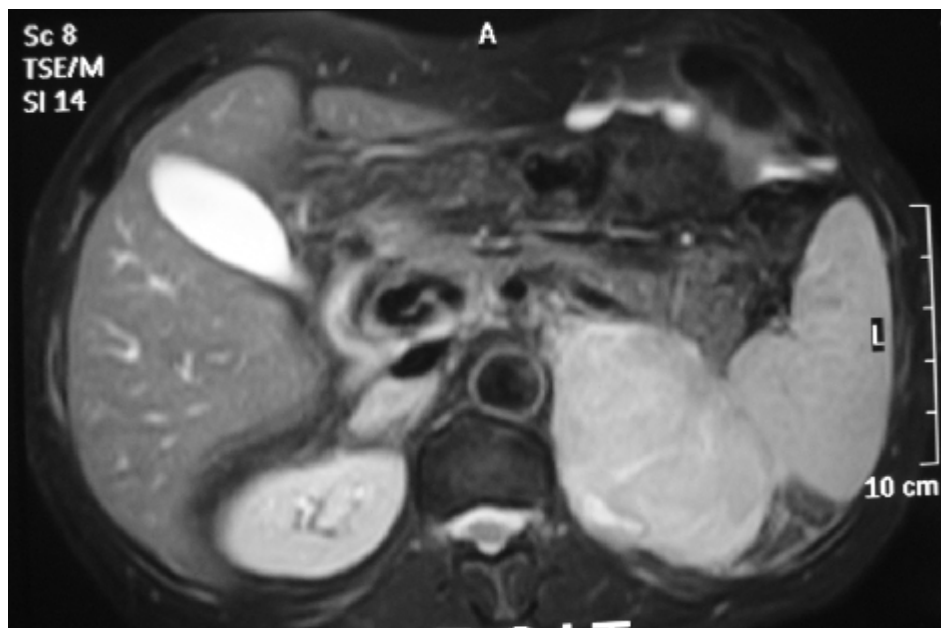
IRM en coupe transversale montrant la même masse surrénalienne gauche
